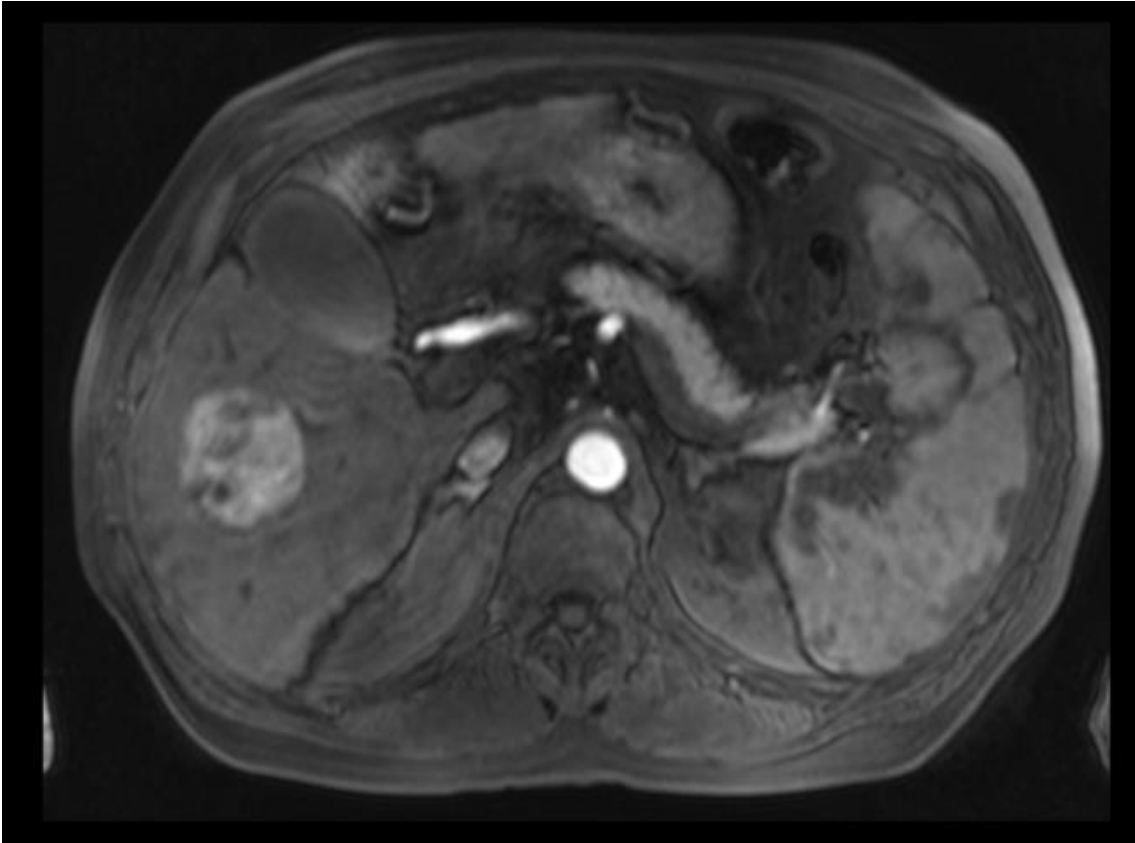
HCC in der arteriellen Kontrastmittelfase mit typischem Hyperenhancement (MRT-Untersuchung)
